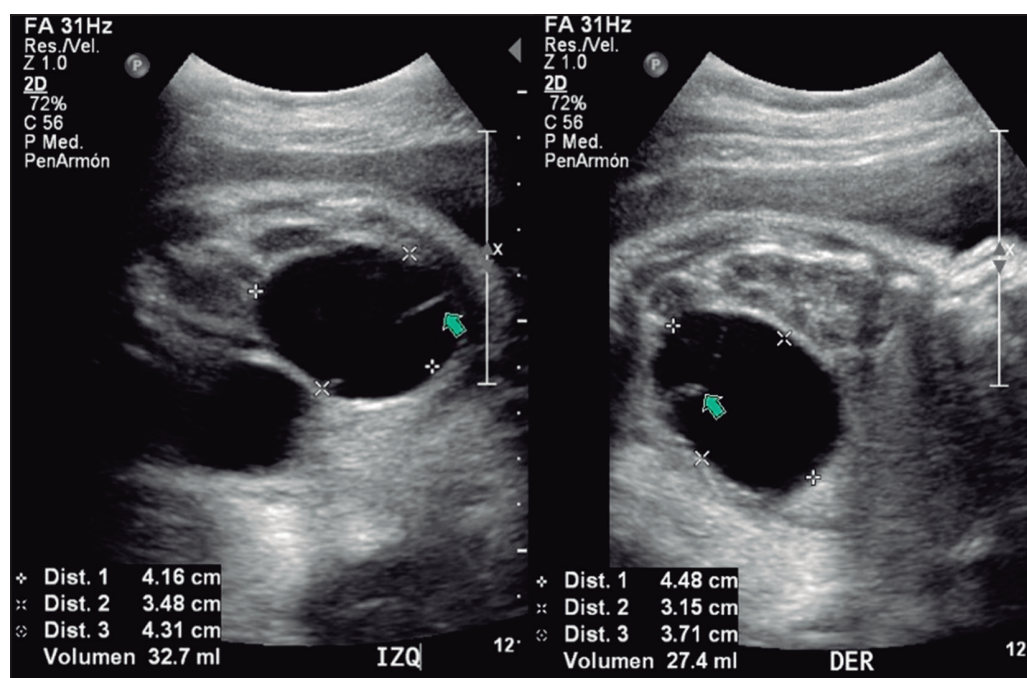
Ecografía de control prenatal (35 SEG) con oligohidramnios (ILA 4.7) y producto con imágenes quísticas a nivel abdominopélvico de 4,1 x 3,4 x 4,3 cm, 32 mL de volumen (izquierdo) y 4,4 x 3,1 x 3,7 mm, 27 mL de volumen (derecho) con tabiques en su interior (flecha verde). SEG: Semanas de edad gestacional. ILA: Índice de líquido amniótico.
